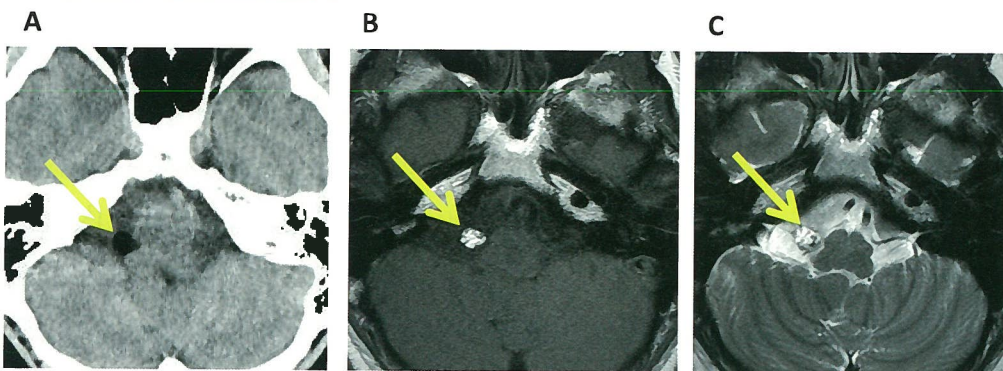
症例2 : A. 水平断CT、B. 水平断T1強調MRI、C. 水平断T2強調MRI
